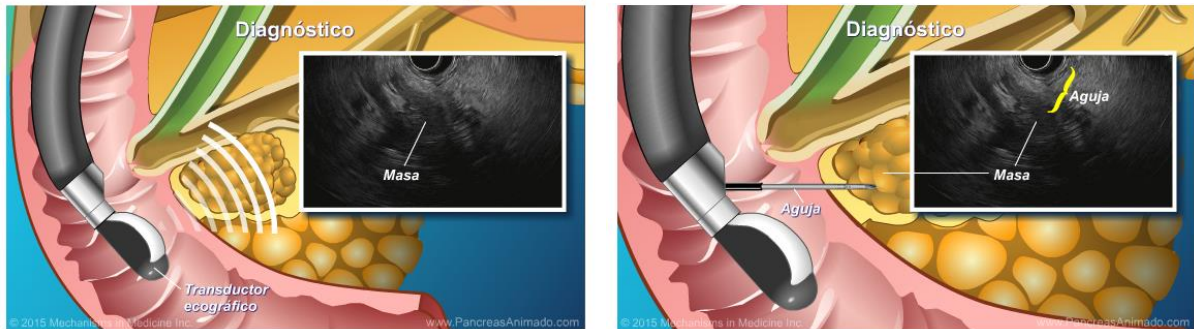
Ultrasonografía endoscópica
